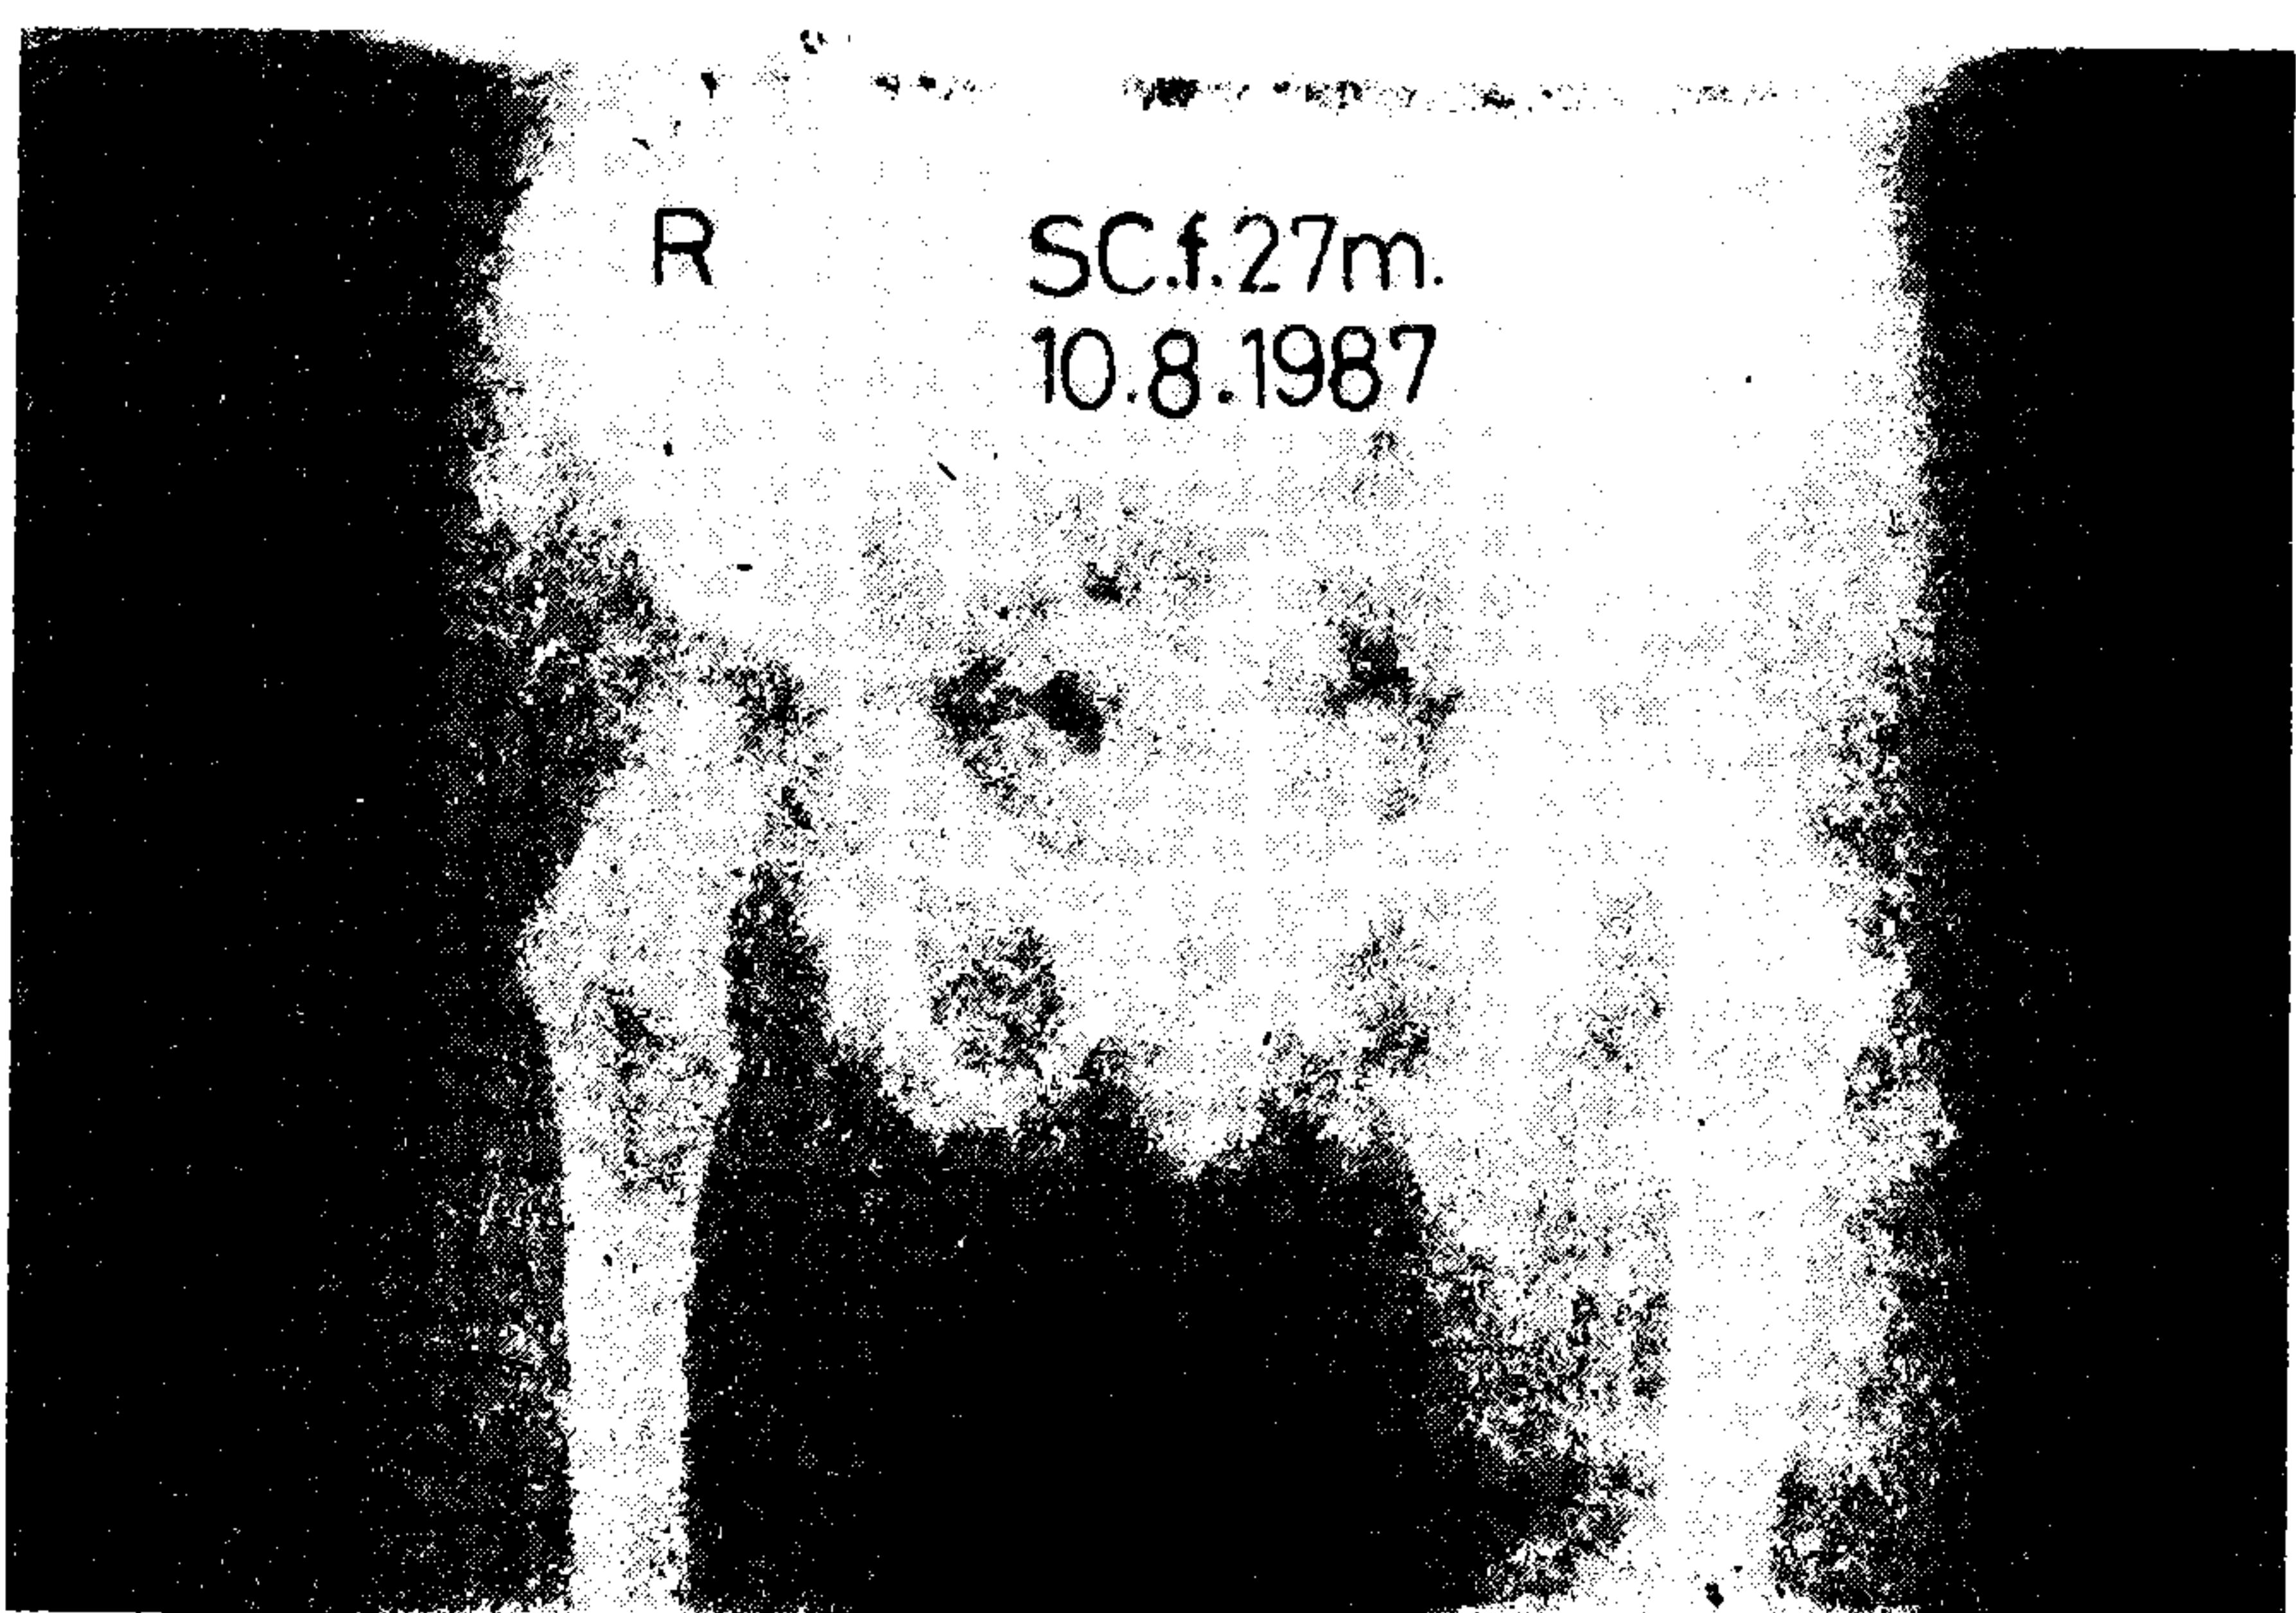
4 a) 1.5 aylık olgunun tedavi öncesi radyografisi
